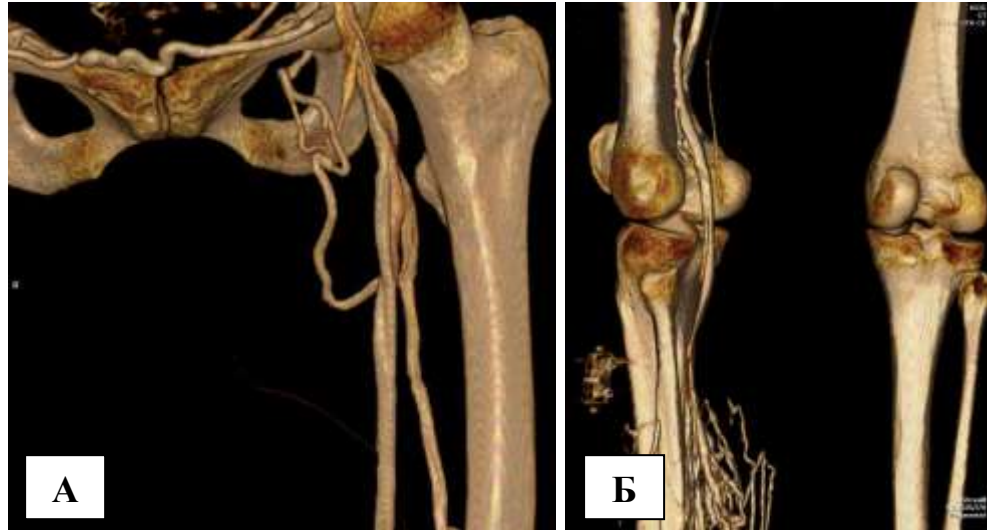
Компьютерная томограмма обструктивных поражений вен нижних конечностей: А – бедренный сегмент; Б – подколенно-берцовый сегмент.
